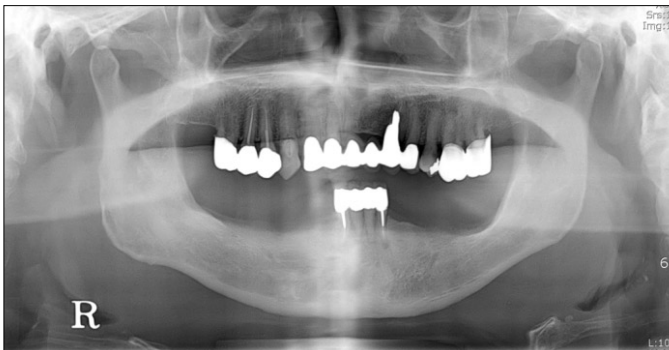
Panoramic radiograph on first visit of the patient.
